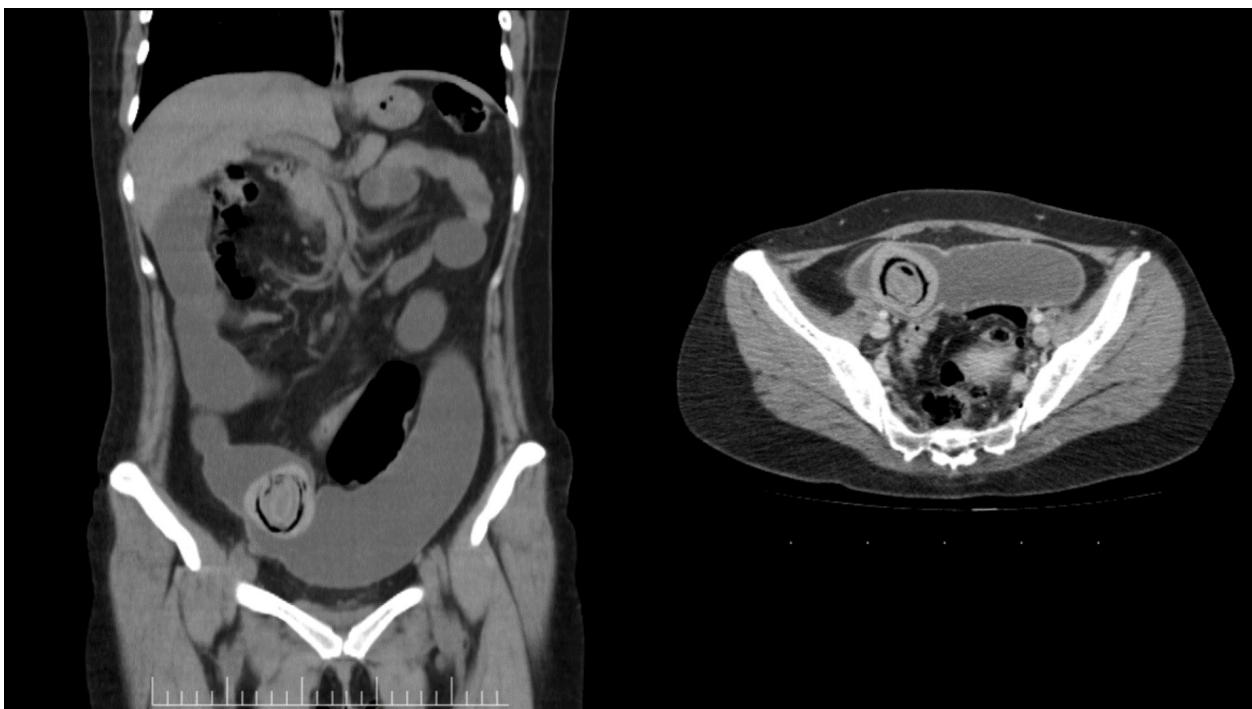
Tomografía axial computada, con cortes axial y coronal, del primer episodio de obstrucción.
